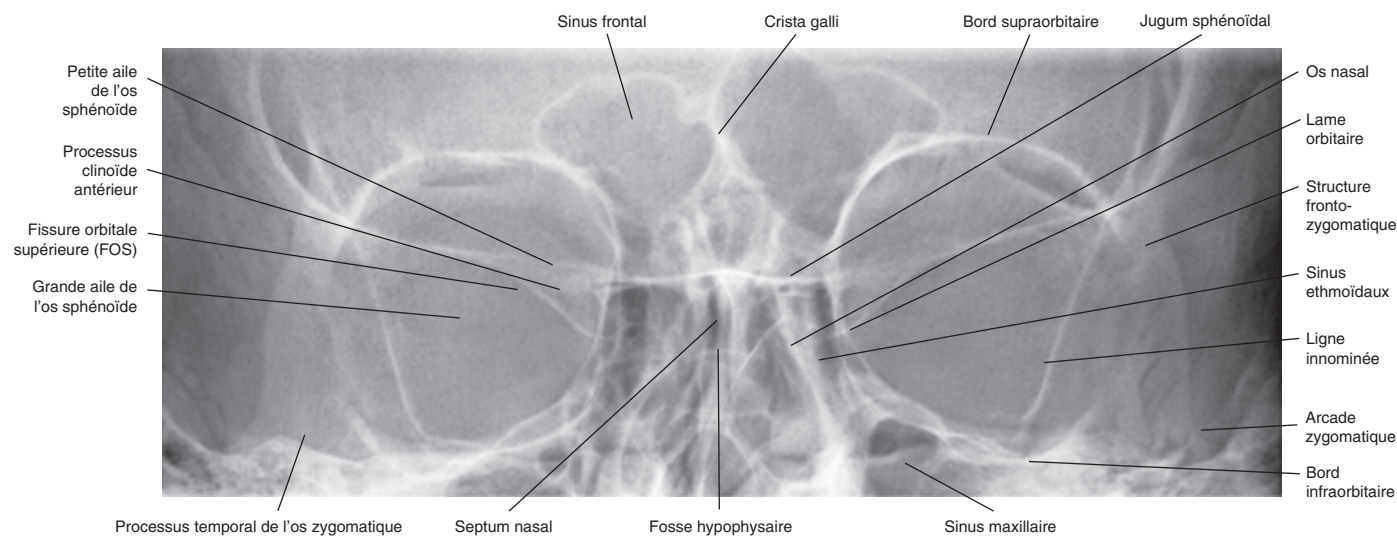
Radiographie occipito-frontale de l'orbite osseuse.
